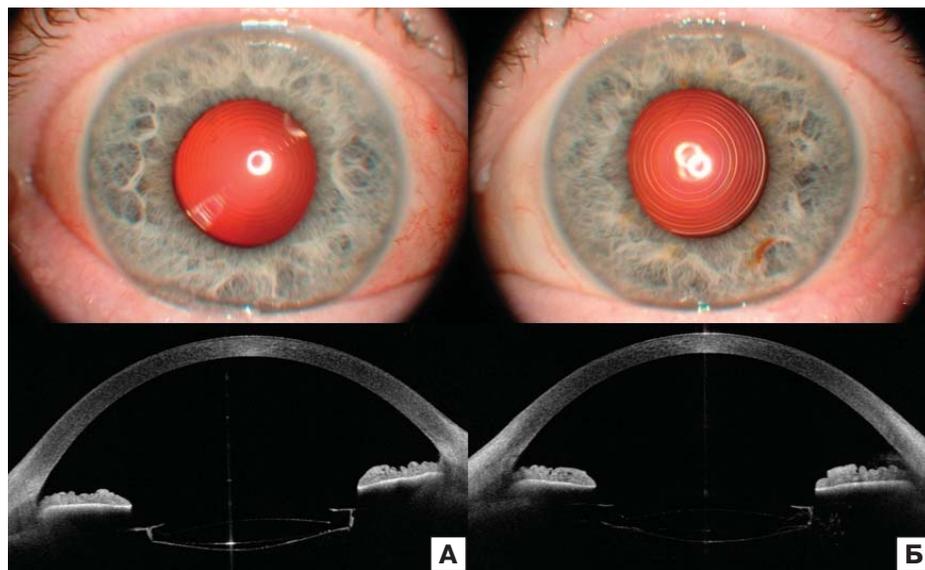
Состояние глаза после операции. Фото переднего отрезка и оптическая когерентная томография положения ИОЛ «Cassia II» (Tomey, Япония). А — правый глаз. Б — левый глаз пациента
